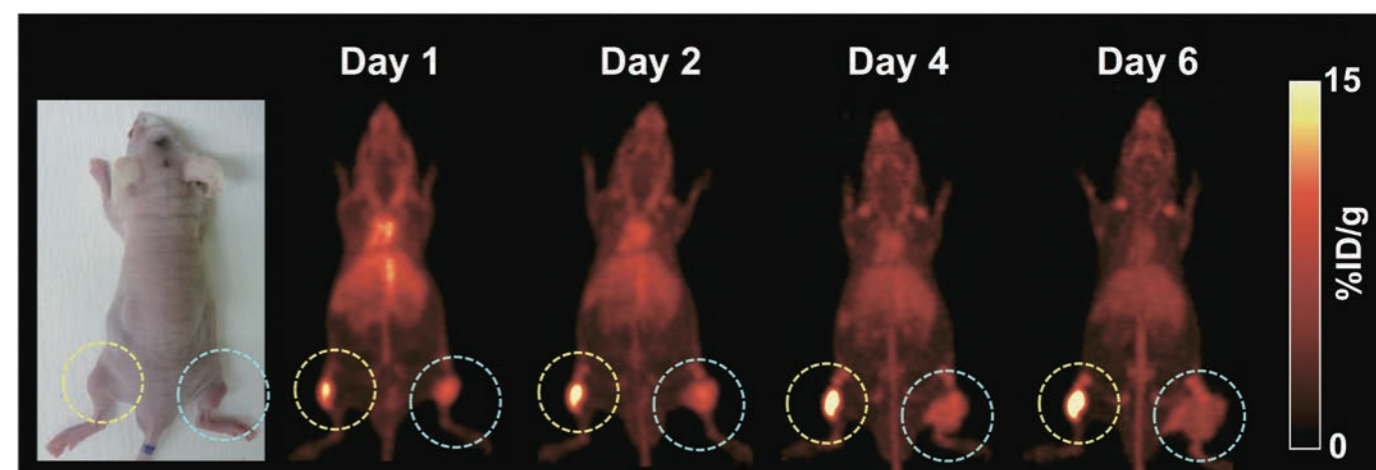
^{89}Zr 標識TSP-A01によるPET画像
